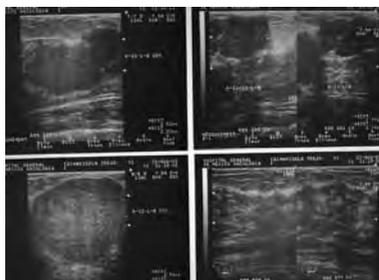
USG mamario. Fibroadenoma.
